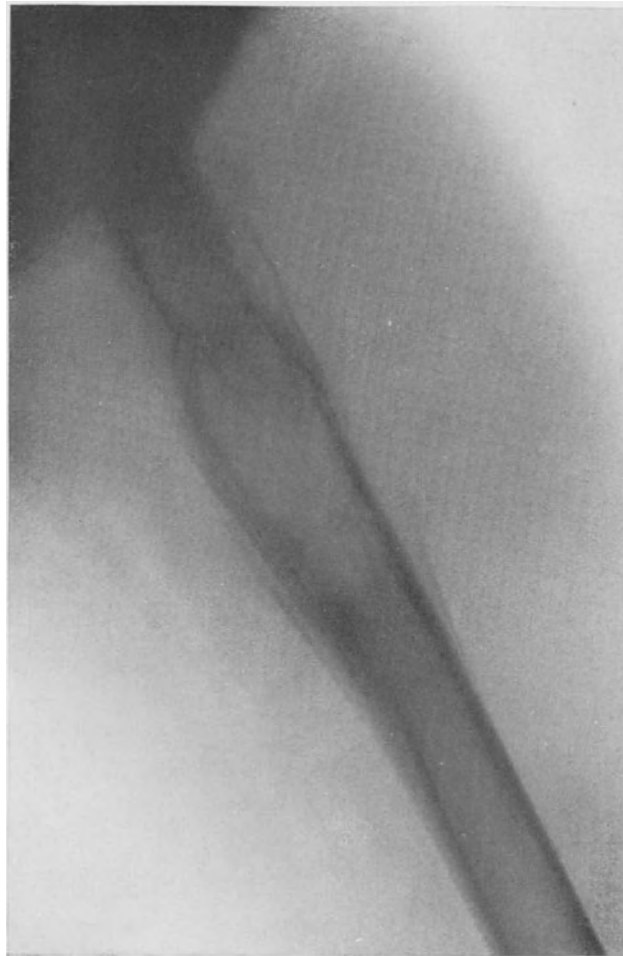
Seitliche Röntgenaufnahme des in Fig. 708 dargestellten zentralen Rundzellensarkoms.
